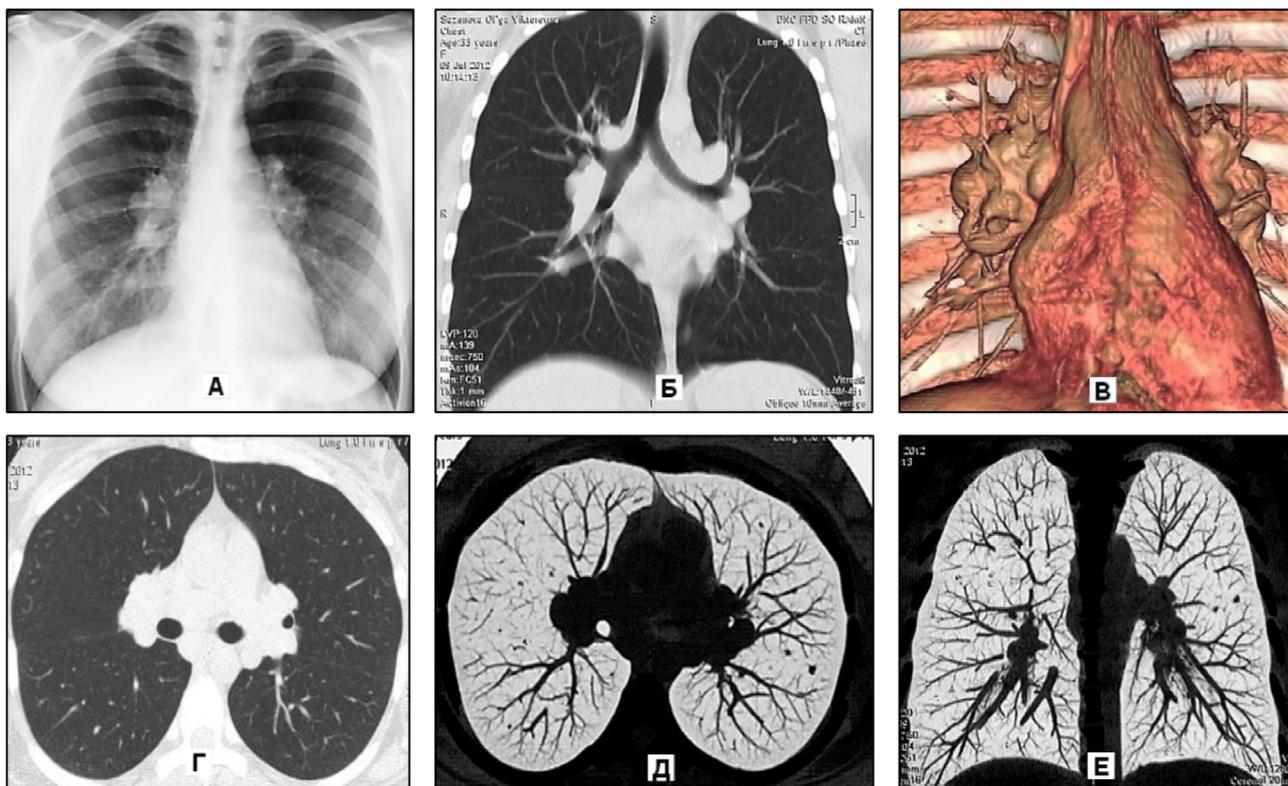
Рентгенография и МСКТ больного Е., 48 лет. (А) – рентгенограмма органов грудной клетки в коронарной проекции – увеличение, преимущественно бронхопульмональных ВГЛУ. Б – МПР в коронарной проекции, трахеальный срез – увеличение ВГЛУ. В – 3D-реконструкция, коронарная проекция – увеличение ВГЛУ. Г – аксиальный срез на уровне бифуркации, режим легочного окна – увеличение ВГЛУ. Д – аксиальный срез, режим InvMPR – увеличение ВГЛУ и очаговые гранулематозные уплотнения в легочной ткани (кольцевая метка). Е – МПР в коронарной проекции, режим InvMPR – очаговые гранулематозные уплотнения в легочной ткани (кольцевая метка).
